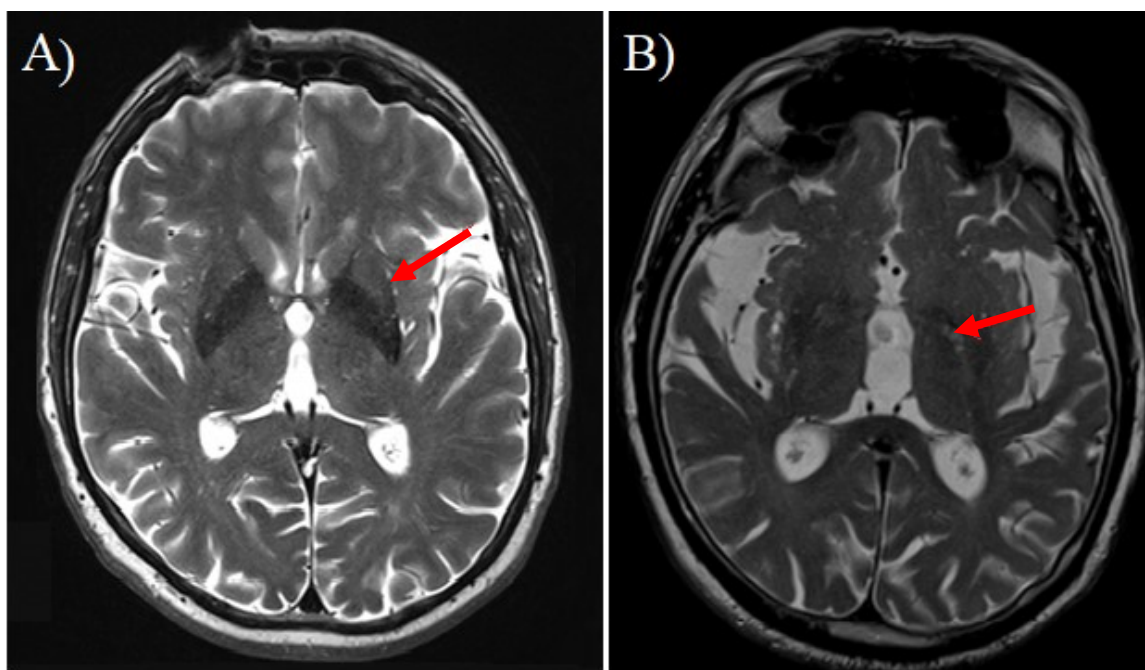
Zdroje hyposignálních změn na MR na T2 váženém obraze magnetické rezonance (skenováno na 7T MR přístroji v BUFF MDC, Berlin)*
